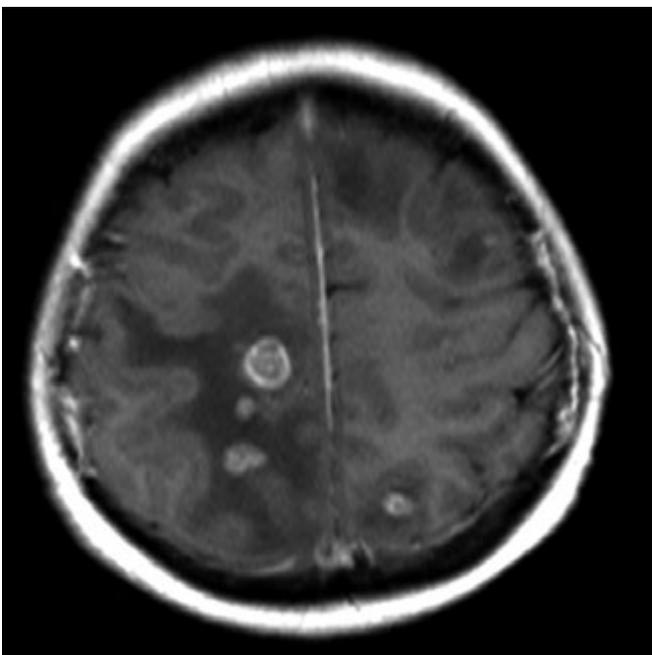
МРТ головного мозга с в/в контрастированием. Множественные метастазы в головном мозге
